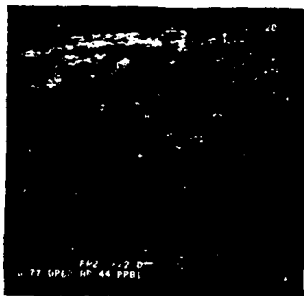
Ecocardiograma fetal. Se aprecia a mayor cercanía la aorta, la pulmonar y el ducto arterioso.
